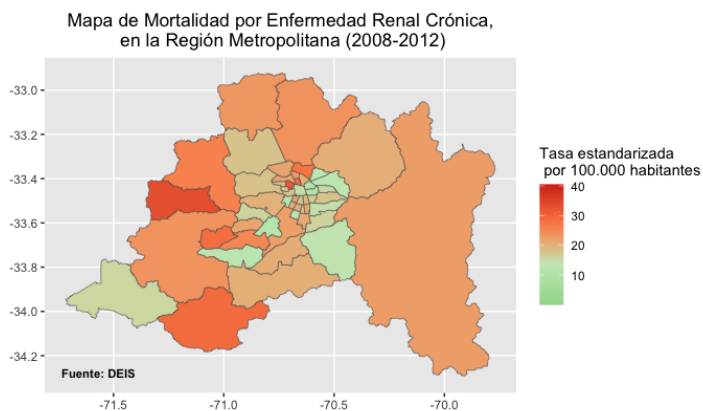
Mapas de mortalidad por ERC en la RM (2008-2012)
